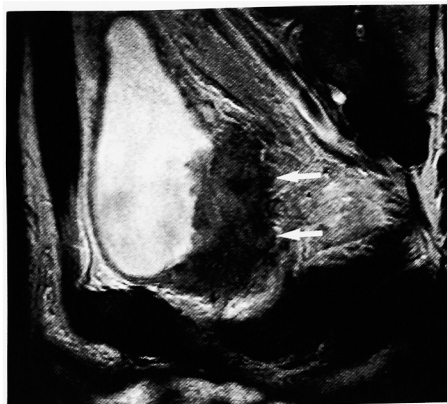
Patient with stage T3b tumor. Sagittal T2-weighted image shows tumor infiltration in the perivesical fat (arrows).
